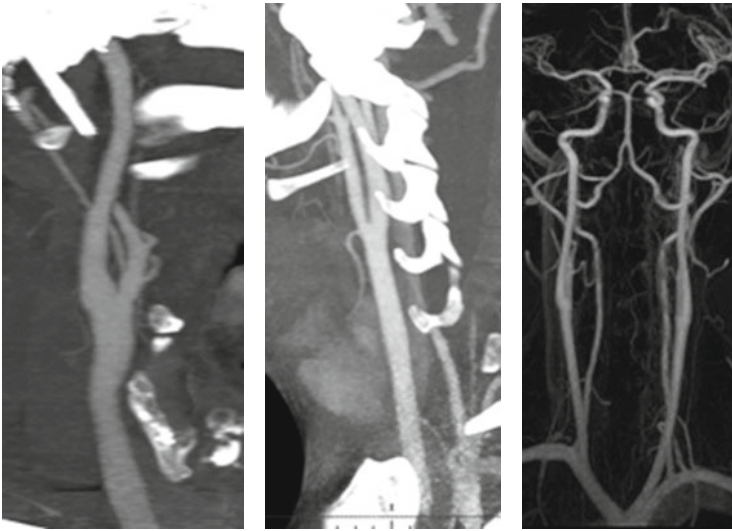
Carotides primitives et internes présentant un trajet rectiligne chez un patient de 21 ans. À gauche et au centre : angioscanner ; à droite : angio-IRM.
